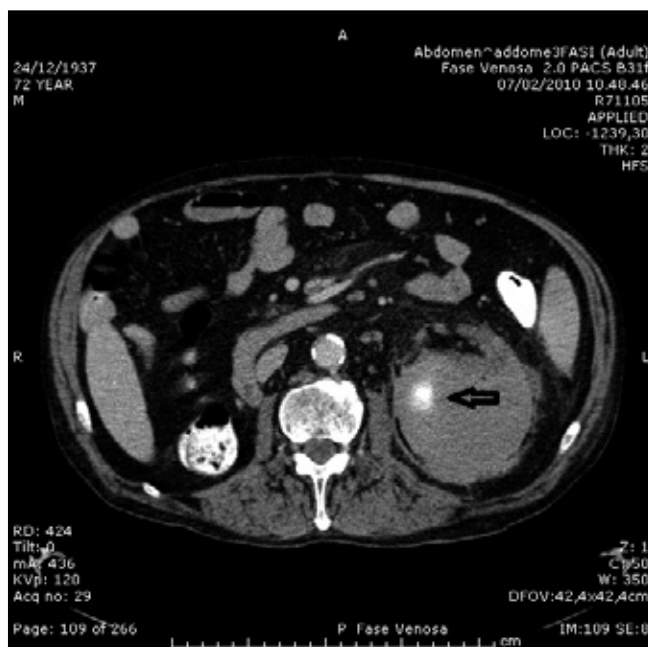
La TC conferma l'aumento volumetrico del rene con minuti "spots" (freccia) di spandimento di mdc ed evidenza stravasamento emorragico retroperitoneale.
